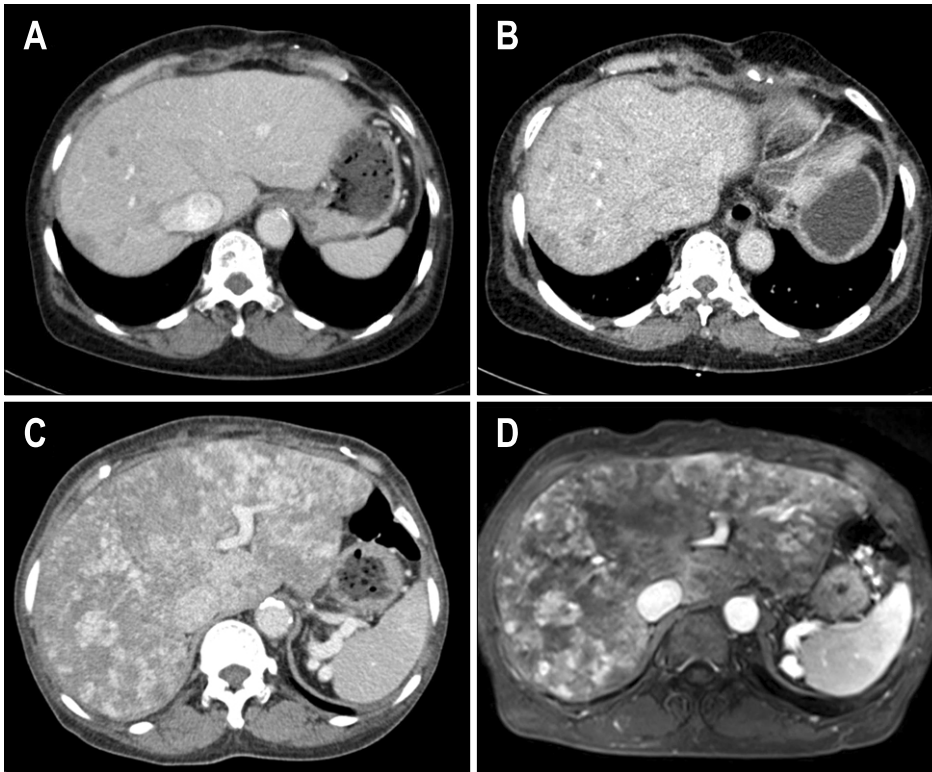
(A) Three years ago, CT showed multiple, variable sized, and ill-defined low density nodule scattering through entire liver. (B) Two years ago, CT showed variable sized and ill-defined low density nodule increased in size and number. (C) At this time, CT showed previously noted low density nodules in both lobes of the liver increased in size and number and dilated IVC and hepatic veins, inhomogenous enhancement of hepatic parenchyma. (D) In T2 weighted MRI scan, numerous nodules replaced entire liver with progressing centripetal enhancement.
